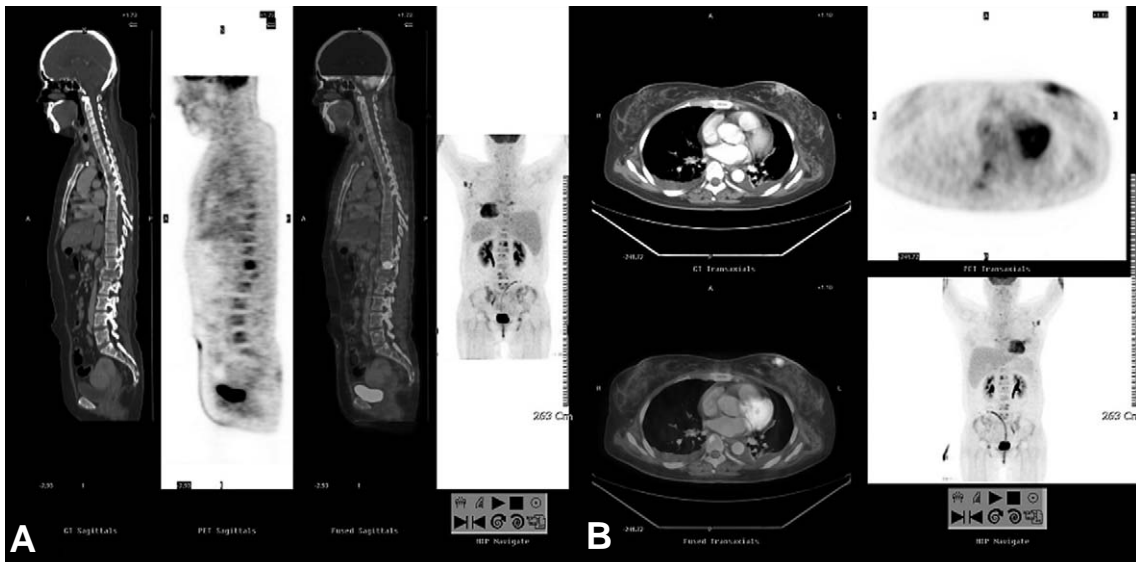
A 41-year-old female with breast cancer. (A) The sagittal PET-CT image shows a focus of FDG hypermetabolism in first lumbar vertebra body, suggesting bony metastasis. (B) The axial PET-CT image shows large left breast mass with heterogenous FDG hypermetabolism, suggesting malignant tumor.
